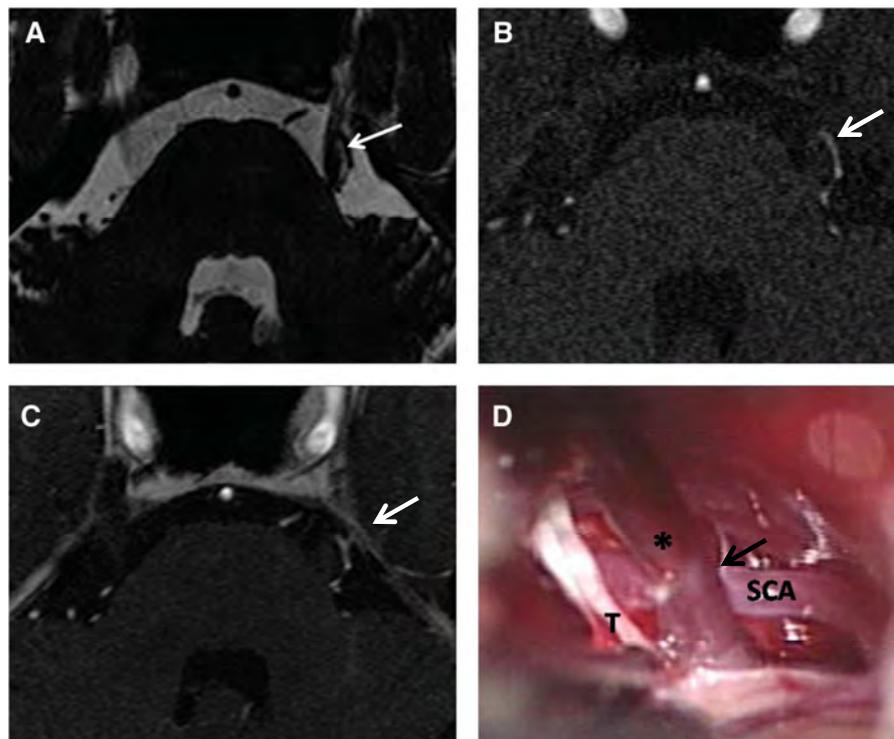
Etude des images produites chez un même patient avec l'IRM-3D-T2 (A), l'ARM-TOF-3D (B) et l'IRM-3D-T1 avec injection de gadolinium (C) et comparaison avec les relevés effectués durant la chirurgie (D) montrant une compression du nerf (T) par l'artère cérébelleuse supérieure (SCA). Les flèches indiquent la localisation de la CVN [63].
